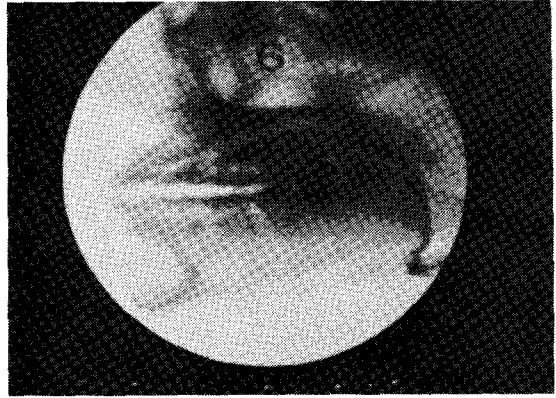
III 급 부정교합자의 Cinefluoroscopic radiographs
